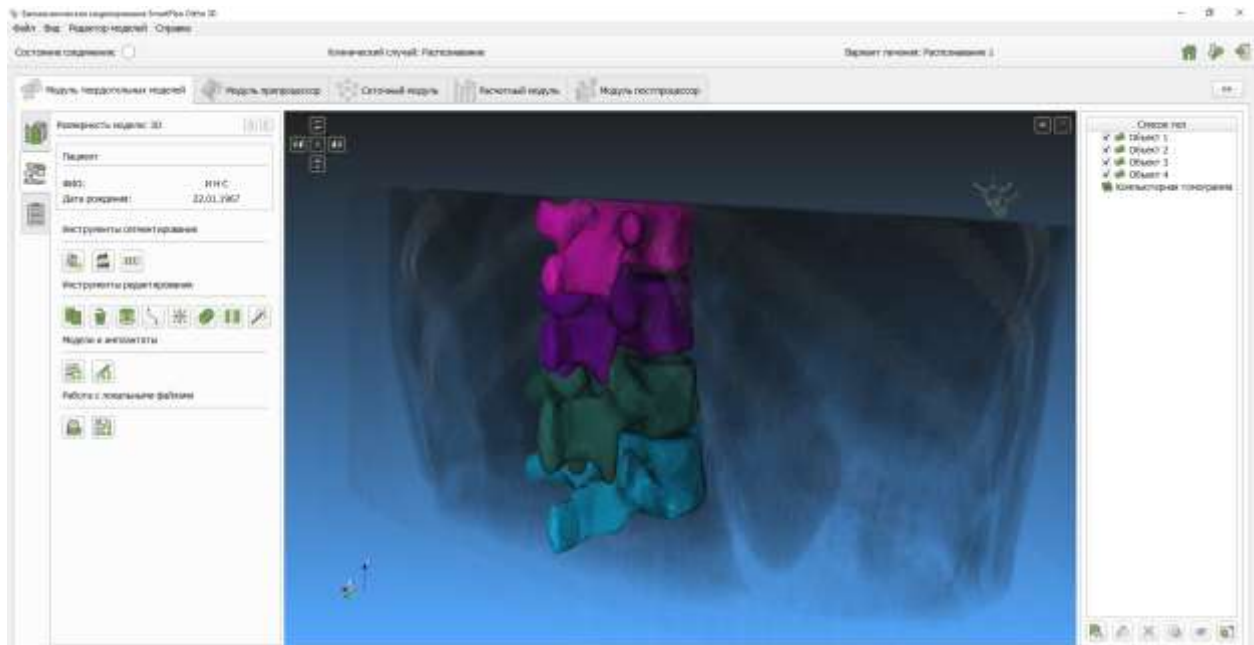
Окно «Модуль твердотельных моделей»: автоматически сегментированная КТ и созданные трехмерные твердотельные модели позвонков
